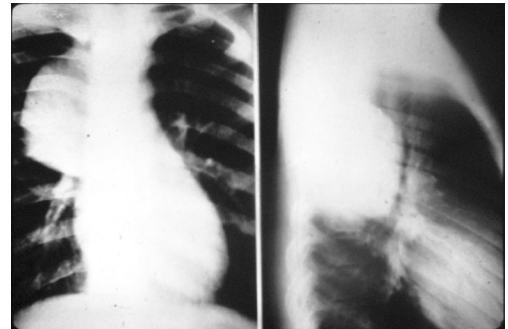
Radiografia toracelui directă și de profil.
